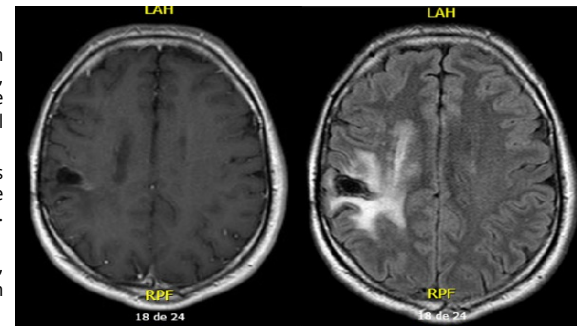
RMN control de Febrero 2024.
